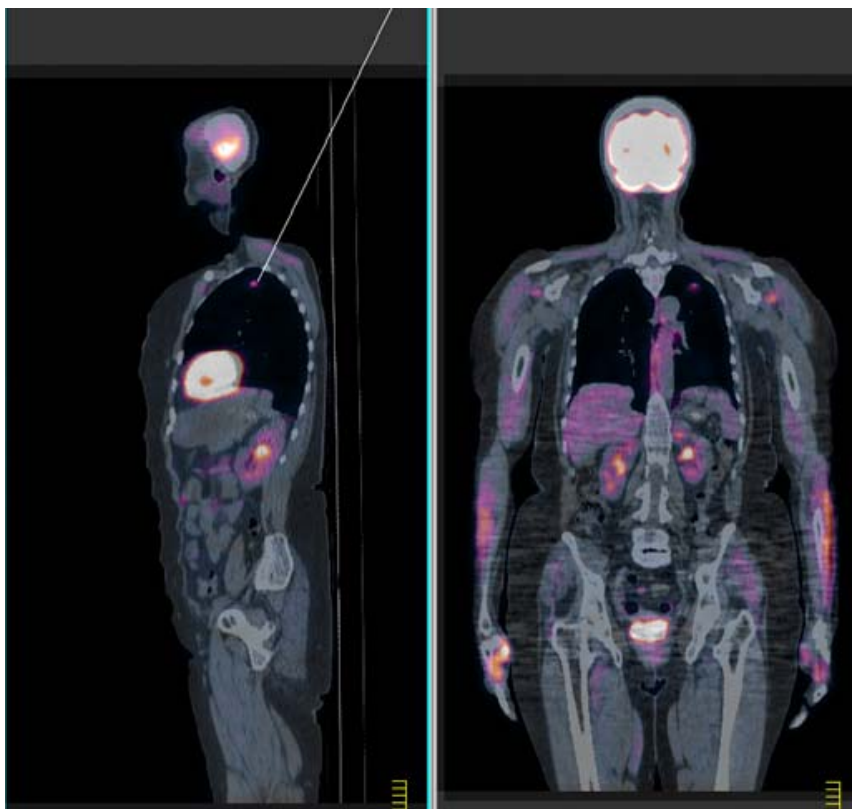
PET-CT paciente Y0012T070. Observa-se sítio de atividade metabólica anormal em ápice pulmonar direito em corte sagital e corte coronal de PET-CT
